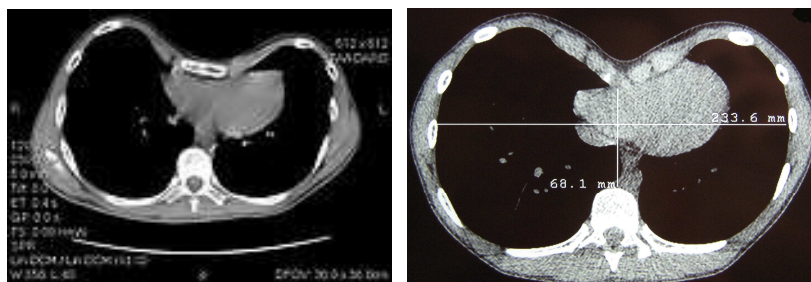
TAC torace: Pectus excavatum
